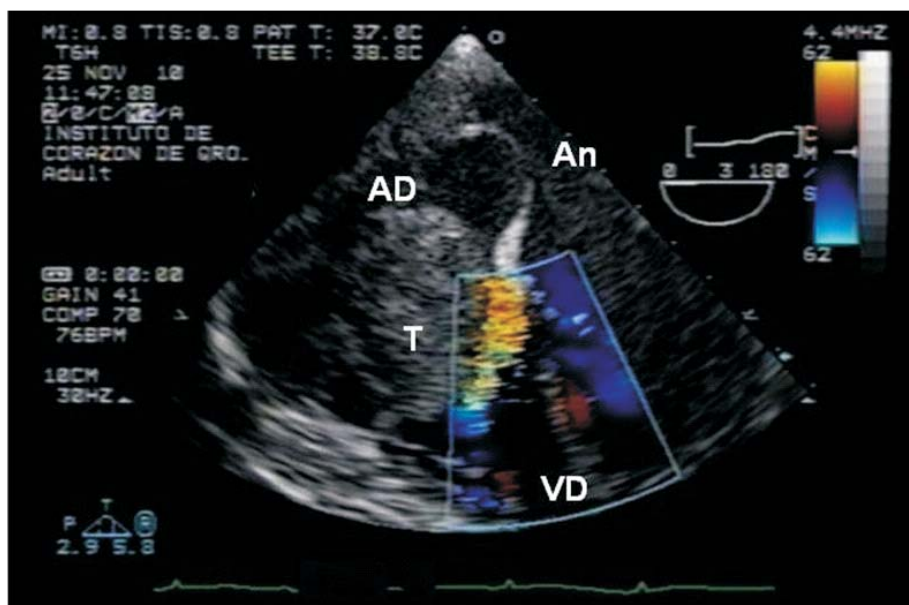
Ecocardiograma transesofágico en su modalidad con doppler color 4 cámaras a 0°. Se identifica claramente la tumoración (T) en aurícula derecha (AD) y protruye hacia el tracto de entrada del ventrículo derecho (VD) y se observa aceleración del flujo de entrada por la obstrucción generada por el tumor. Se puede apreciar asimismo aneurisma del septo interatrial (An).
